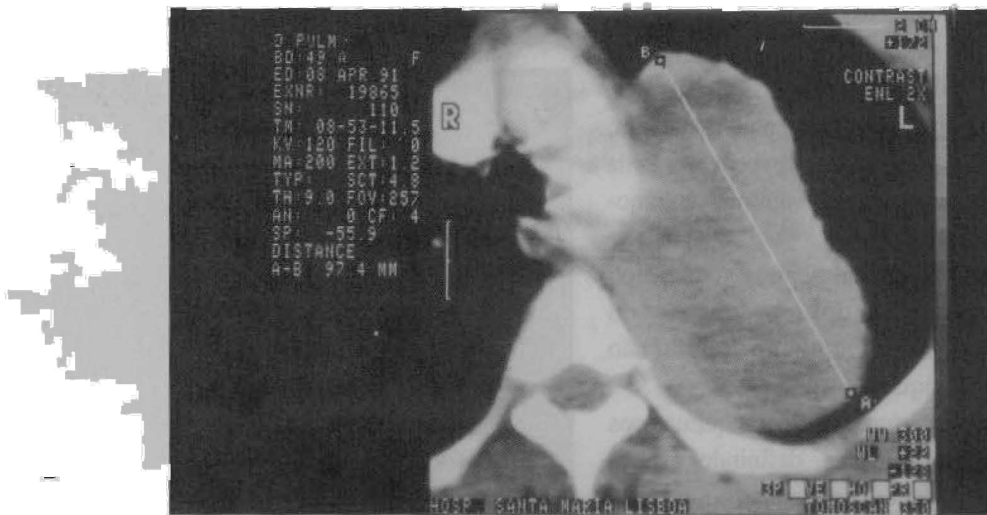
Corte de TAC que demonstra volumosa lesão sólida envolvendo o plano mediastínico e posterior da metade superior do HTE, bem como a aorta.
